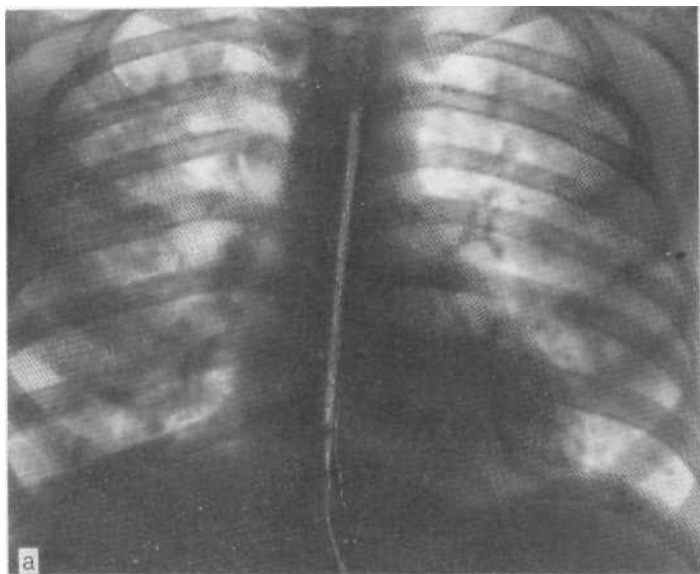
Обзорные рентгенограммы легких (а, б), выполненные с интервала 2 нед, при острой двусторонней бронхопневмонии. Быстрая регрессия процесса. Выздоровление.
